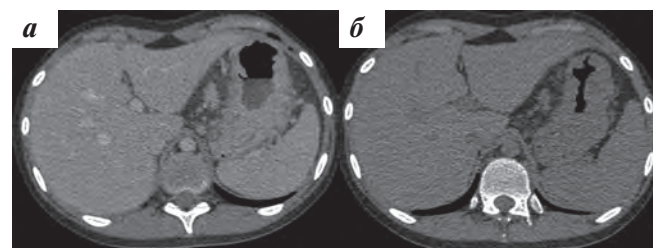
КТ ОБП: а — инициальное исследование; б — после 2 курсов ПХТ
